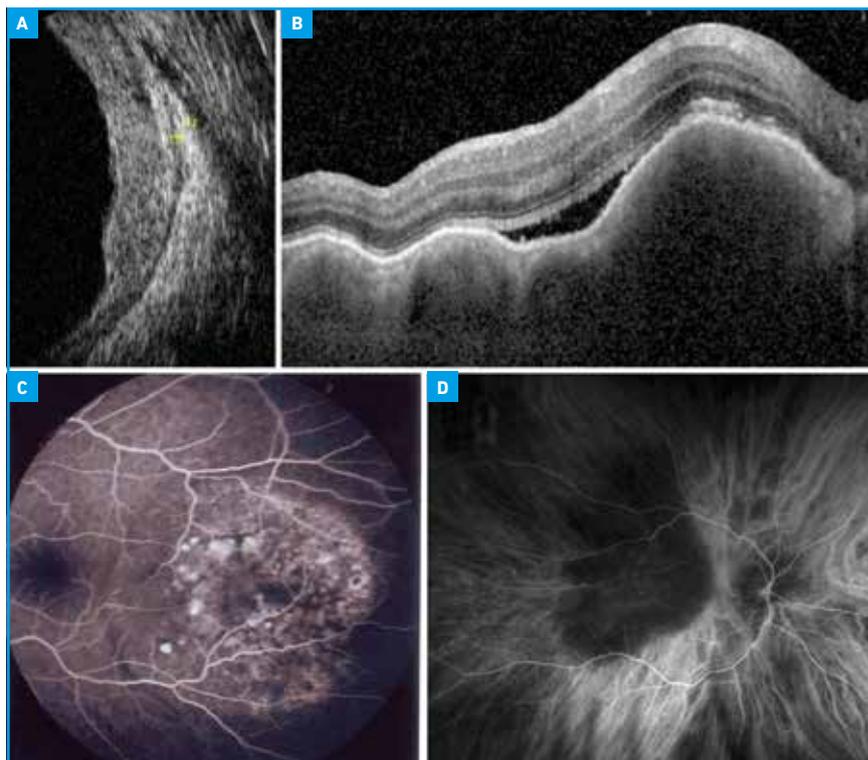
Imagerie multimodale des métastases choroïdiennes. A. Échographie montrant une lésion modérément en relief, iso-échogène. Cet aspect est néanmoins variable, certaines lésions à croissance rapide peuvent être épaisses, et certaines peuvent être hypoéchogènes. B. OCT montrant un aspect lumpy-bumpy. C. Angiographie à la fluorescéine montrant des pin points. D. Angiographie ICG montrant une hypofluorescence à tous les temps.
